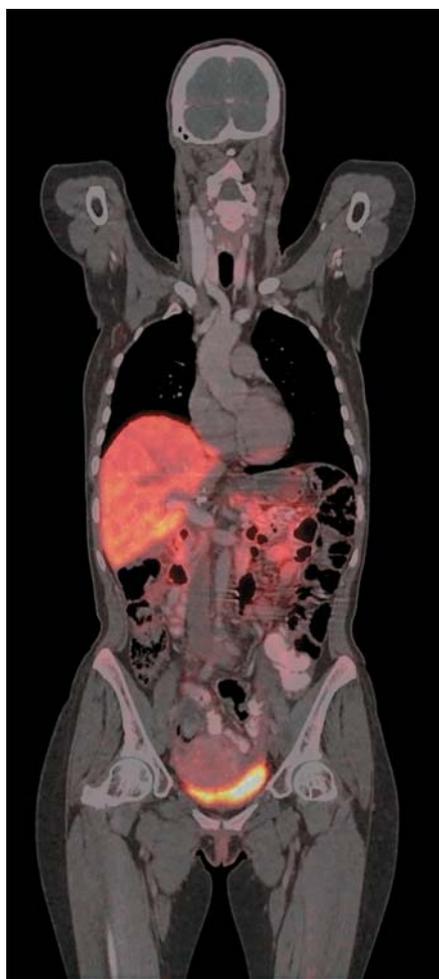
Позитронно-эмиссионная компьютерная томограмма. Два с половиной года после трансплантации правой доли печени от живого родственного донора. Отсутствие прогрессирования заболевания. Исследование с ^{68}Ga -DOTA-TATE.
